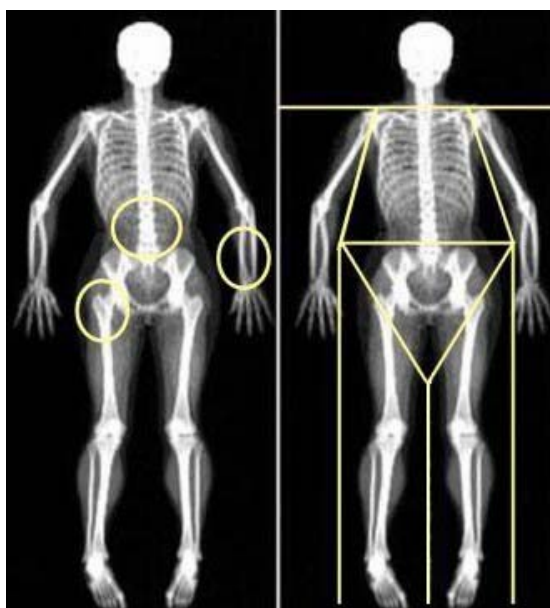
Стандартные измерения минеральной плотности костей в современных двухэнергетических рентгеновских денситометрах:
